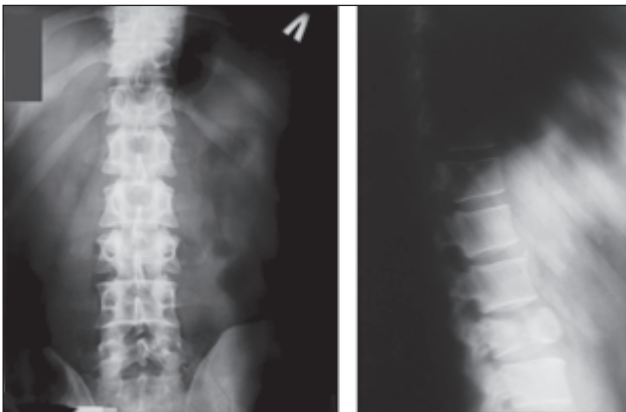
Рентгенограмма поясничного отдела позвоночника при поступлении
